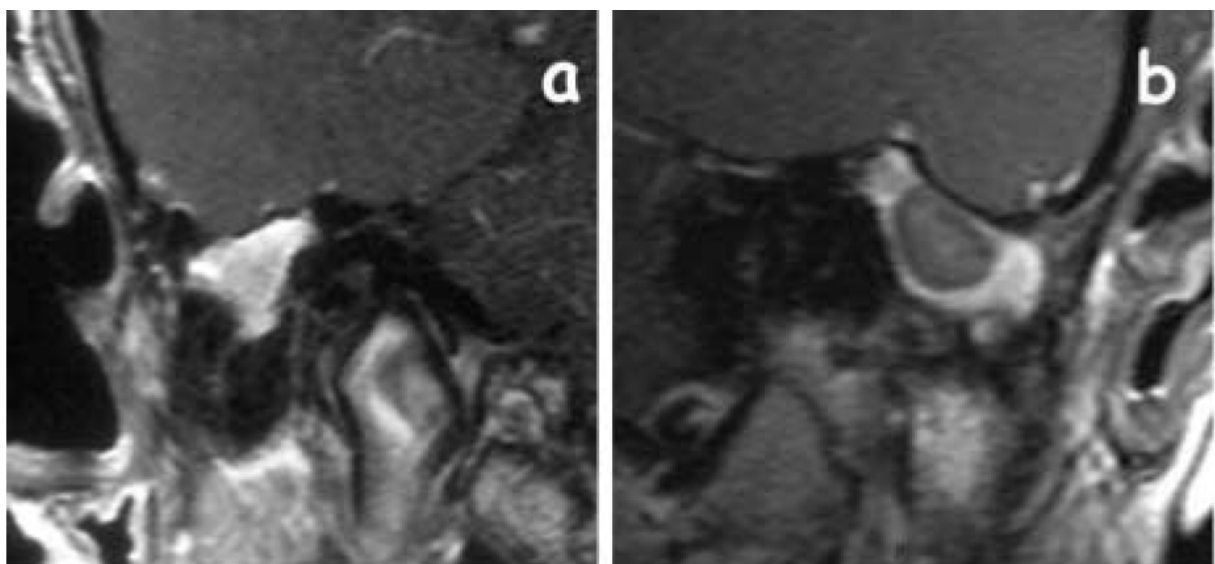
Différents aspects IRM en séquences T1 retardées (45 mn) après injection de gadolinium, chez 2 patients présentant une opacité diffuse non spécifique des cavités tympano-mastoïdiennes 12 mois après une tympanoplastie en technique fermée. a. Réhaussement tardif
